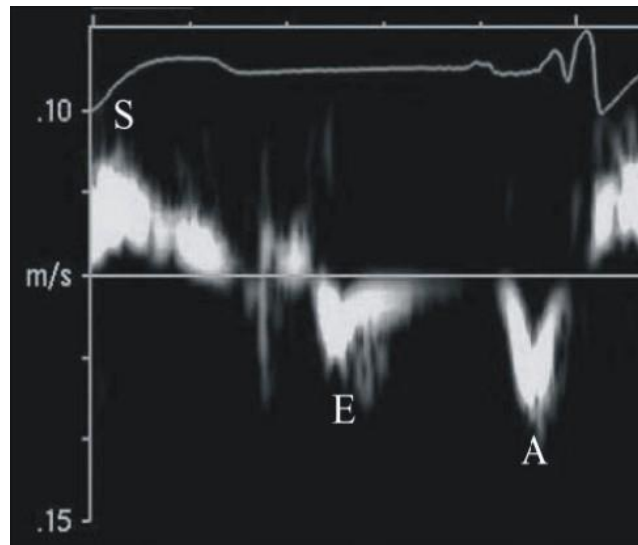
DOPPLER TECIDUAL DO ANEL MITRAL. ONDAS SISTÓLICA (s), e' MITRAL E a' MITRAL
